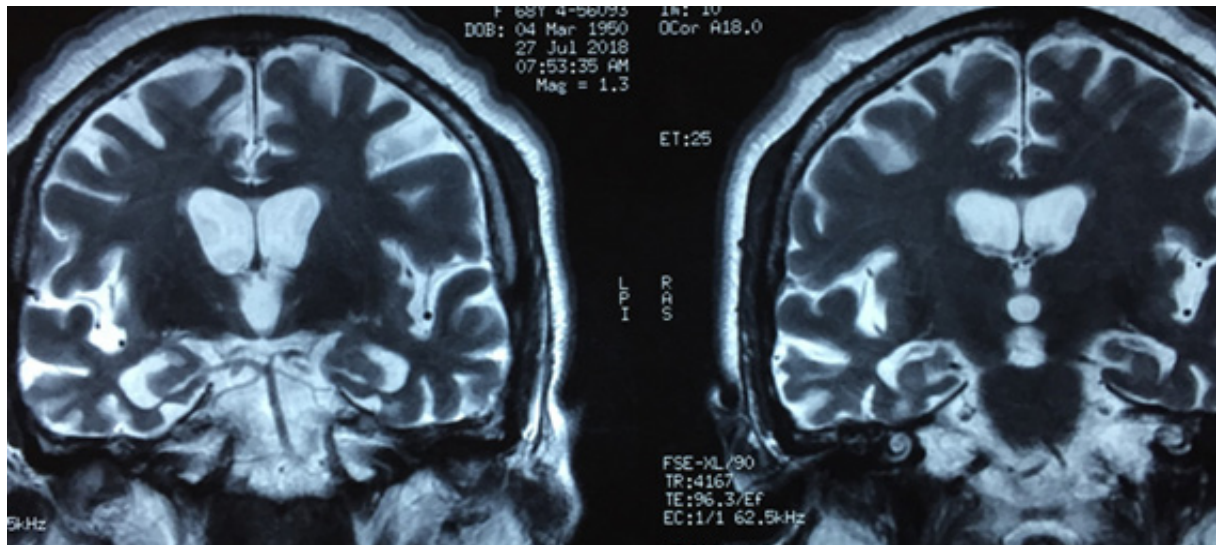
Resonancia magnética nuclear, corte encéfalo coronal-T2: Atrofia cortical frontal bilateral e insular a predominio derecho, con dilatación de ventrículos laterales y tercer ventrículo. Marcada atrofia de hipocampo.
